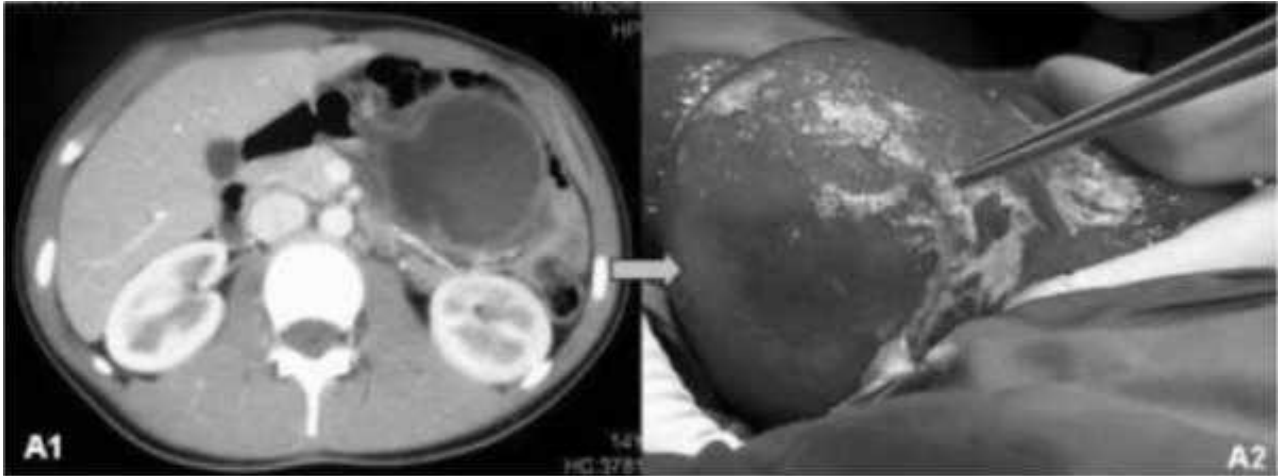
Imágenes del TAC y de la cirugía. A1) TAC abdominal.
